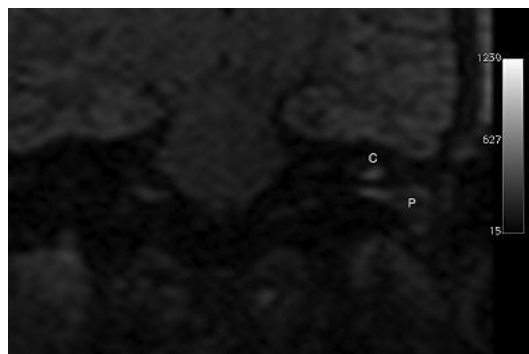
Stesso caso nel quale la RMN con tecnica di "pesata in diffusione" che permette di distinguere con maggiore convinzione colesteatoma (c) e formazione polipoide (p). Il colesteatoma fornisce un segnale più iperintenso rispetto al tessuto di granulazione.
